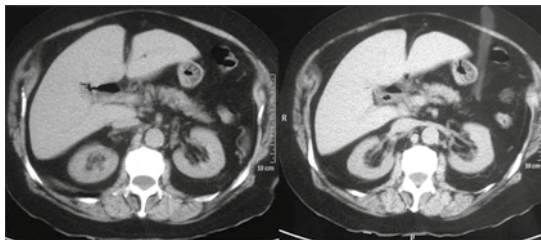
Corte sagital de tomografía simple de abdomen, donde se observa aerobilia.
